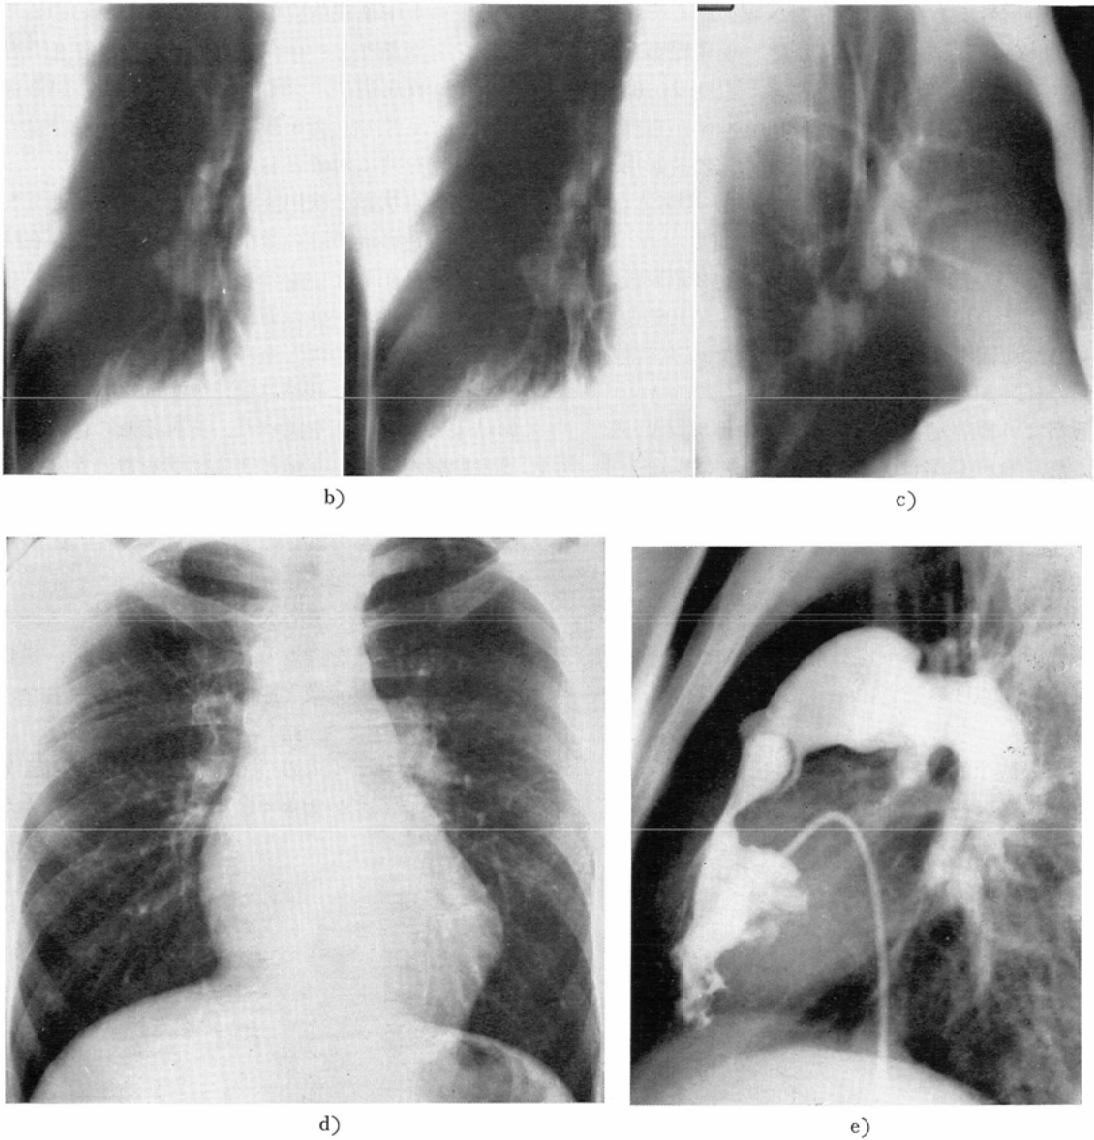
X-ray pictures reproduced from minified films shown in Fig. 1.
